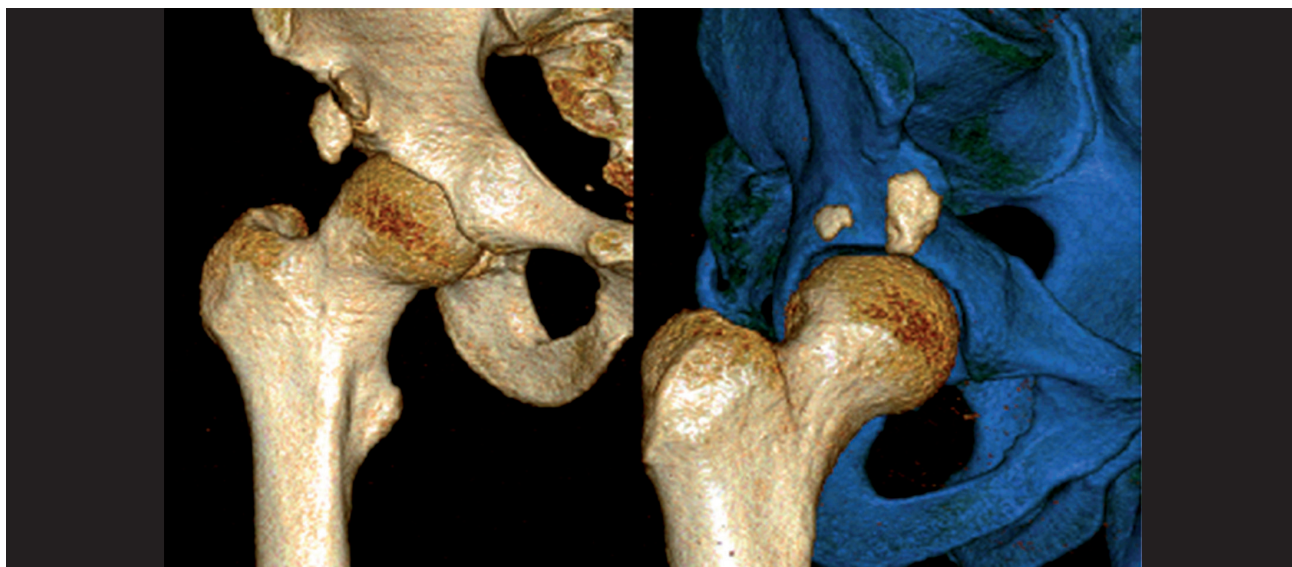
3D CT zobrazení cam deformity před operací a po operaci
